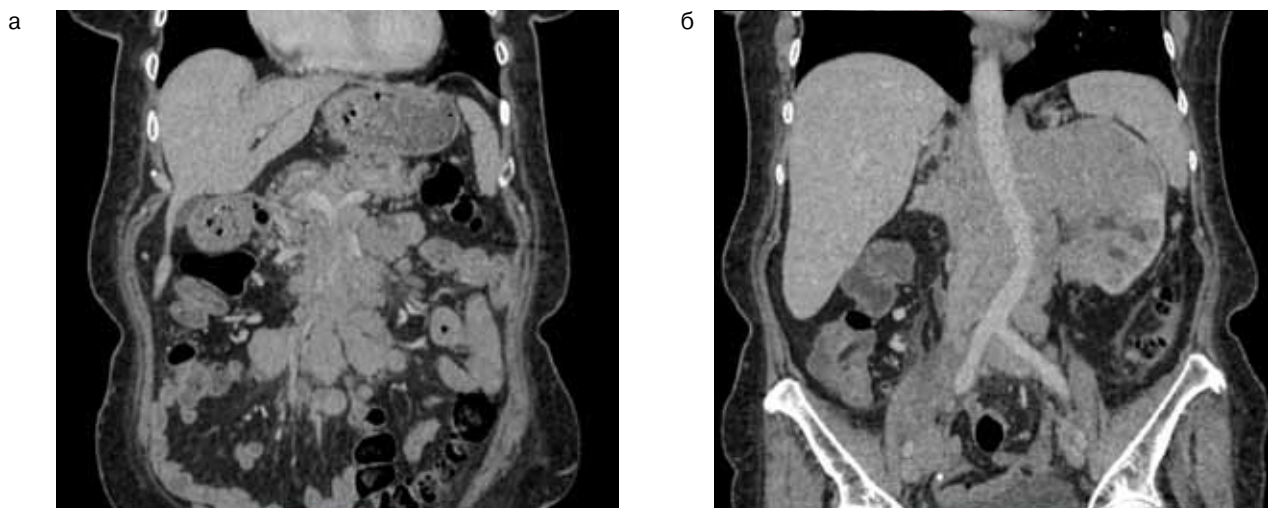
Компьютерные томограммы пациента с В-клеточной лимфомой, венозная фаза сканирования брюшной полости: а – гиповаскулярные опухолевые массы в брыжейке тонкой кишки; б – опухолевые массы в забрюшинном пространстве с вовлечением левой почки
